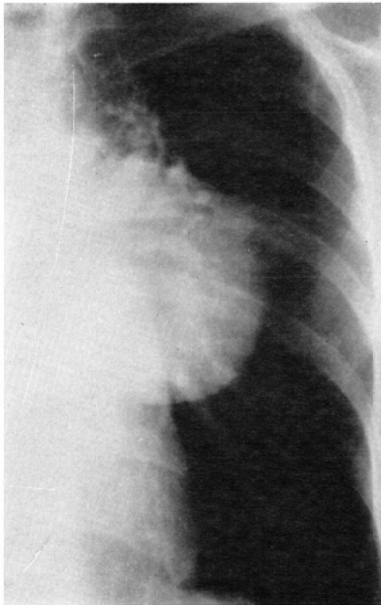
Plain chest X-ray film shows a large tumor shadow on the left hilum.
